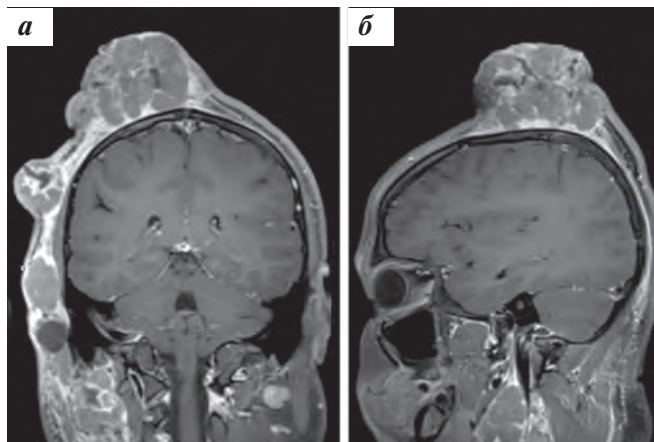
Собственные результаты МРТ пациента Г., 16 лет, с диагнозом: «Неклассифицируемая карцинома волосистой части головы, метастатическое поражение ЛУ шеи с 2 сторон. Стадия T4N1M0. IIIb»: а — в режиме T2 после введения контрастного препарата в фронтальной проекции; б — в режиме T1 после введения контрастного препарата в сагитальной проекции
